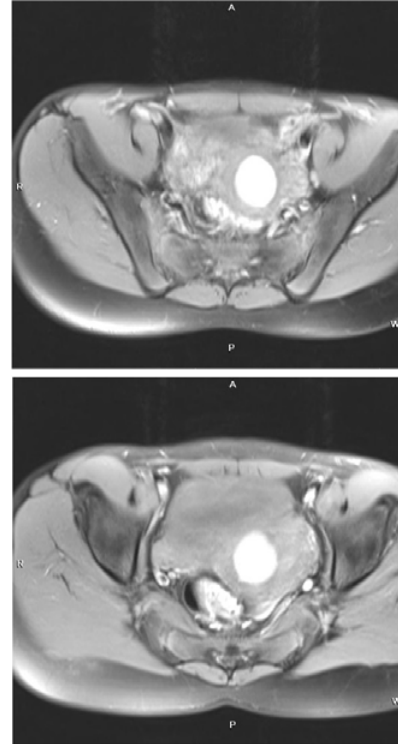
IRM în plan axial efectuată în ponderație T1W cu saturația grăsimilor, arată conținutul hemoragic la nivelul hemicavității uterine necomunicante.
